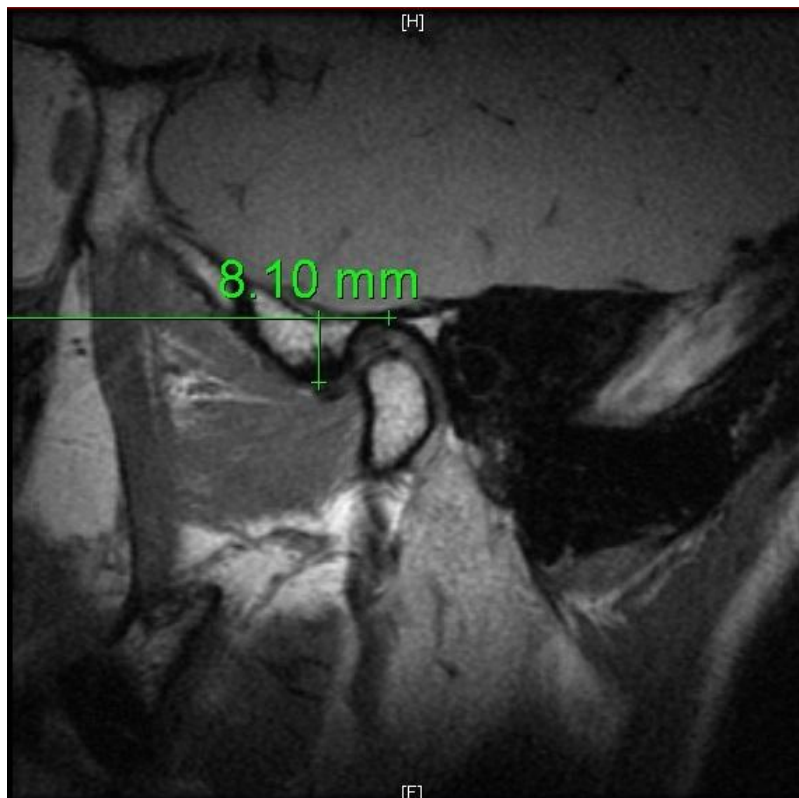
Mensuração do tamanho da eminência articular (D3) em IRM.
